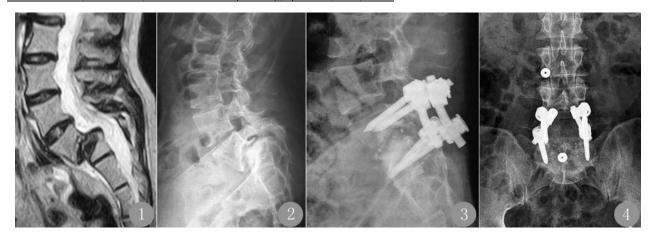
术前腰椎侧位 MRI 图2 术前腰椎侧位 X 线片 图3 术后 1 年侧位 X 线片 图4 术后 1 年正位 X 线片
